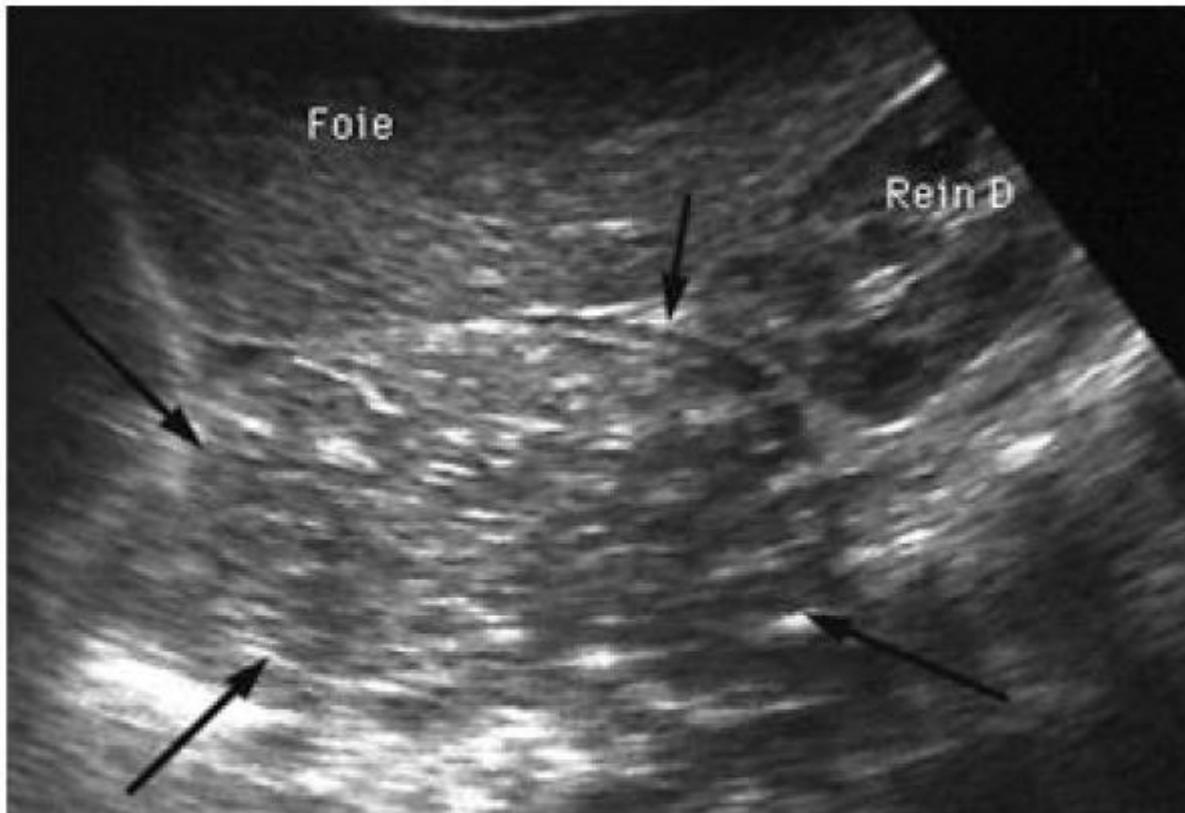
Image échographique montrant un phéochromocytome surrénalien droit
